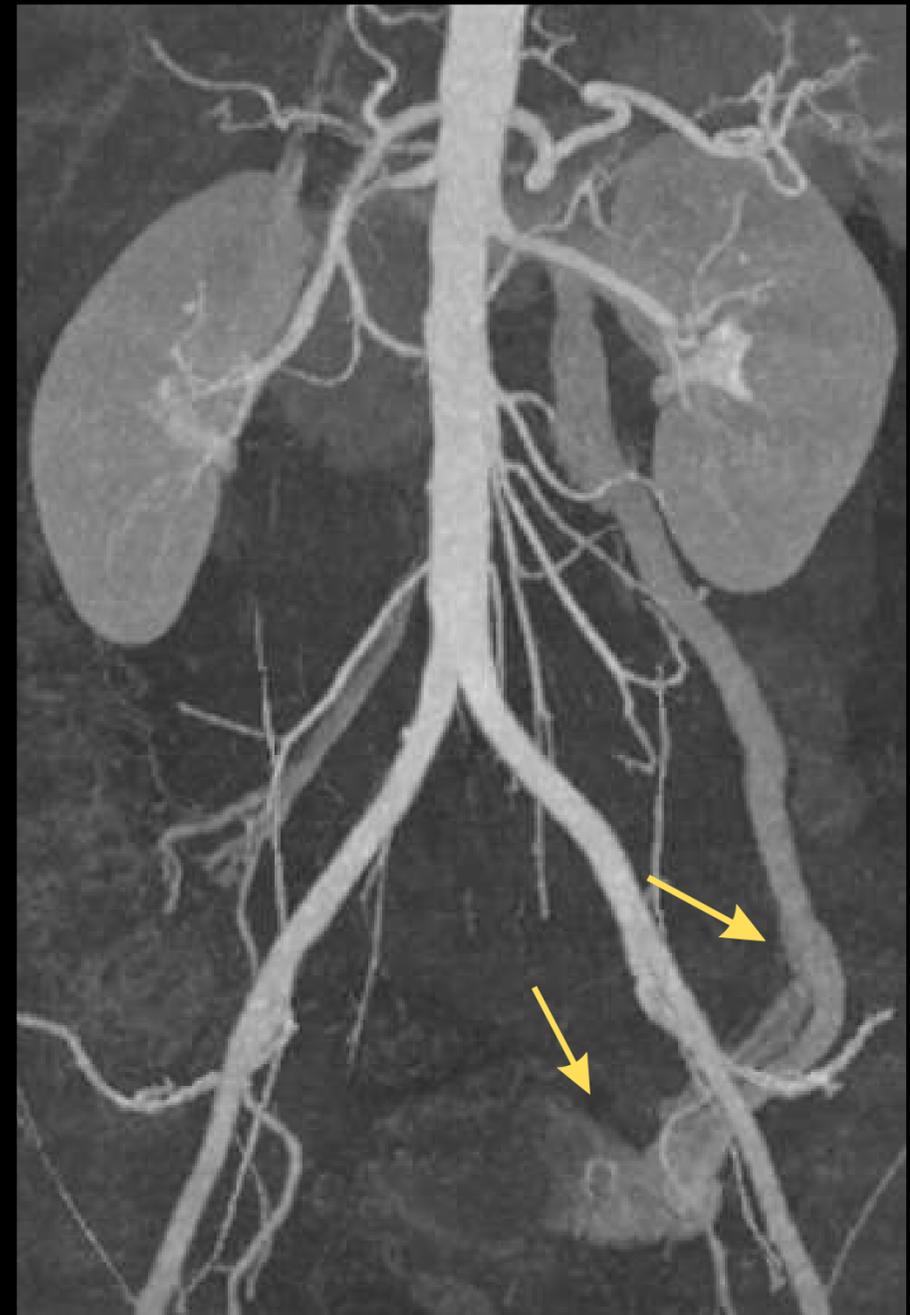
Corte 3D de MIP de TC de abdomen con contraste endovenoso. Dilatación varicosa de vasos pélvicos (flechas amarillas)
